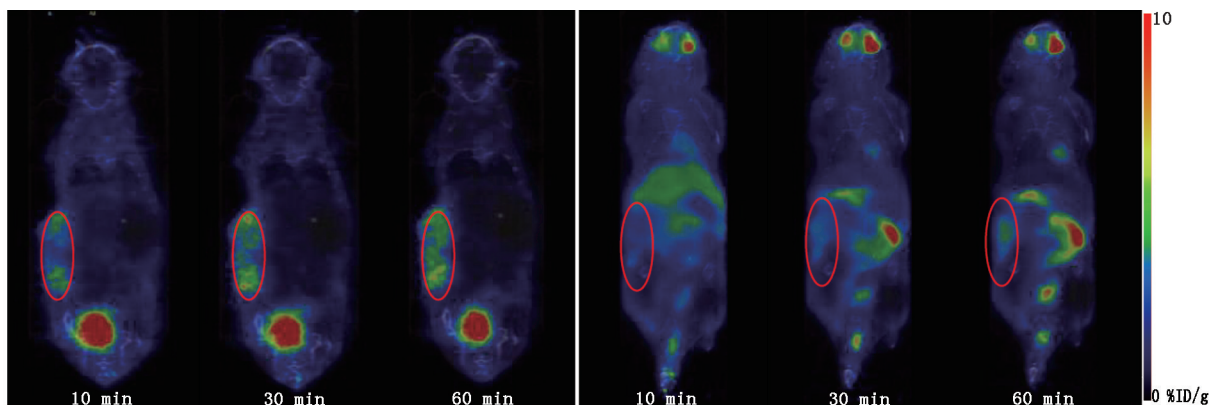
胰腺癌-人源肿瘤异种移植(PDX)荷瘤裸鼠各时间点  $^{68}\text{Ga}$ -成纤维细胞激活蛋白抑制剂(FAPI)-04(左)和  $^{18}\text{F}$ -脱氧葡萄糖(FDG;右) microPET/CT 显像图(红色圆圈区域为肿瘤组织)。 $^{18}\text{F}$ -FDG 在胰腺癌-PDX 荷瘤裸鼠的肿瘤组织的放射性浓聚较  $^{68}\text{Ga}$ -FAPI-04 低,  $^{68}\text{Ga}$ -FAPI-04 的肿瘤与背景对比良好,肿瘤轮廓清晰。%ID/g 为每克组织百分注射剂量率
